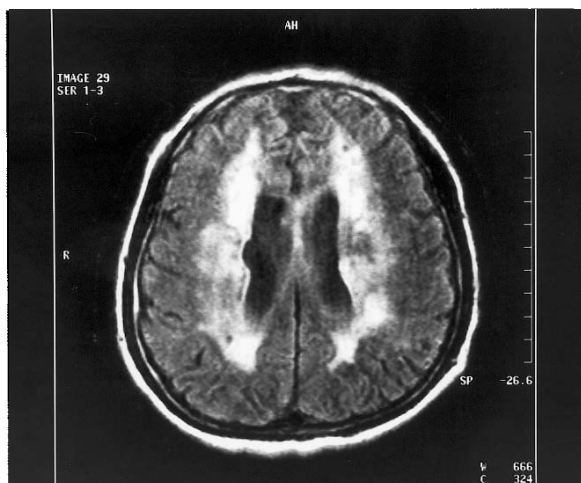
Head MRI on FLAIR image showed multiple high signal intensity lesions at bilateral periventricular white matters with dilated lateral ventricles.
